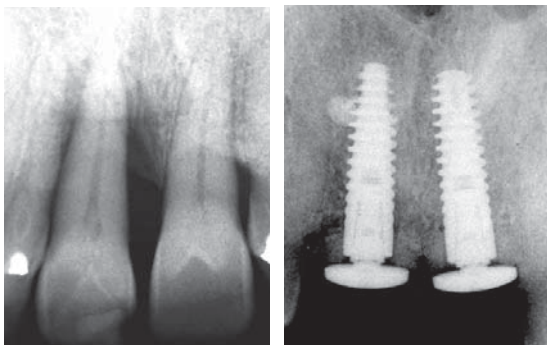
Röntgenaufnahme der Ausgangssituation mit starker Knochenatrophie.
